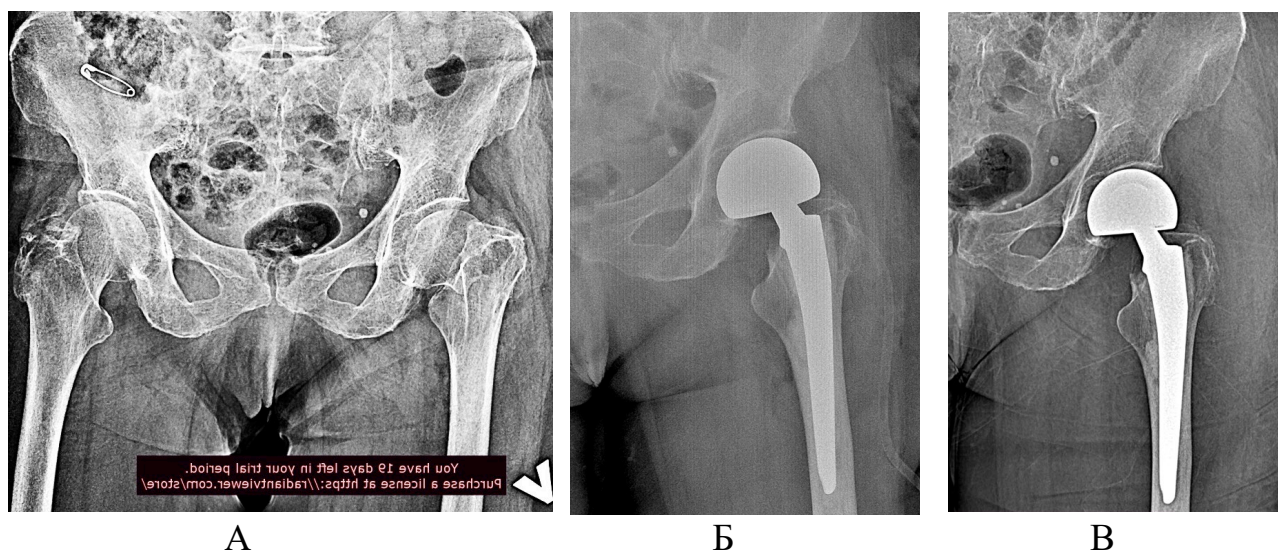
Рентгенограммы тазобедренного сустава пациентки В. 70 лет: А – на момент поступления; Б – непосредственно после операции, В - через 3 месяца после операции.
